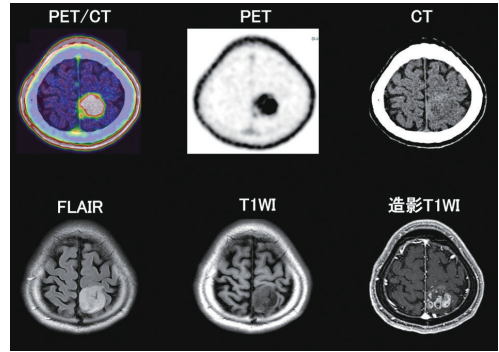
合成アミノ酸PETの集積とMRIの信号の関係。BBB, blood-brain barrier.
